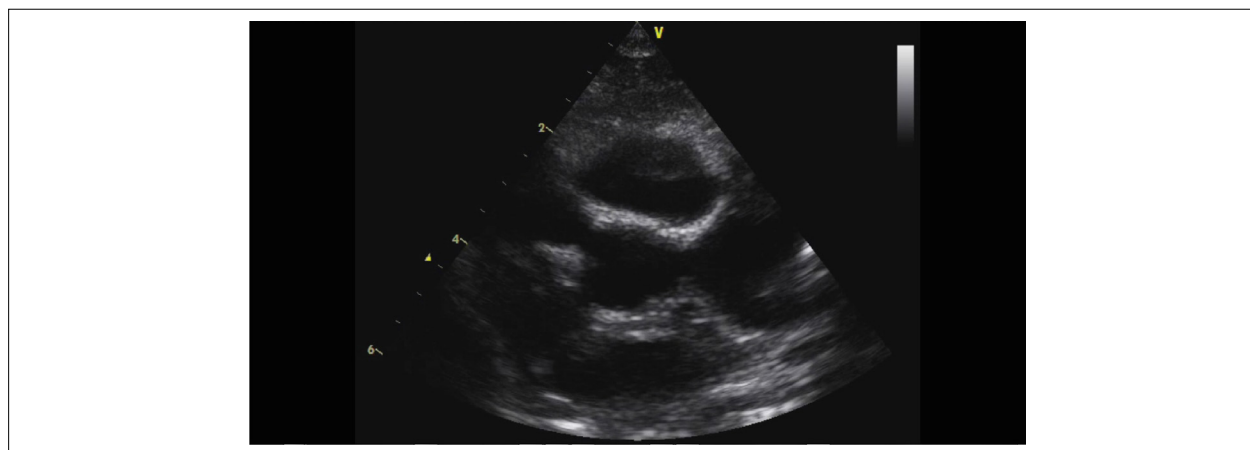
Ecocardiograma transtorácico demonstrando a evolução do lactente da Figura 1. (A) Onze meses após a doença de Kawasaki demonstrando trombos em coronária esquerda (CE) e em descendente anterior (DA) no plano parasternal eixo curto. (B) Visibiliza-se ao ecocardiograma bidimensional stent implantado em DA após infarto agudo do miocárdio e choque cardiogênico.
